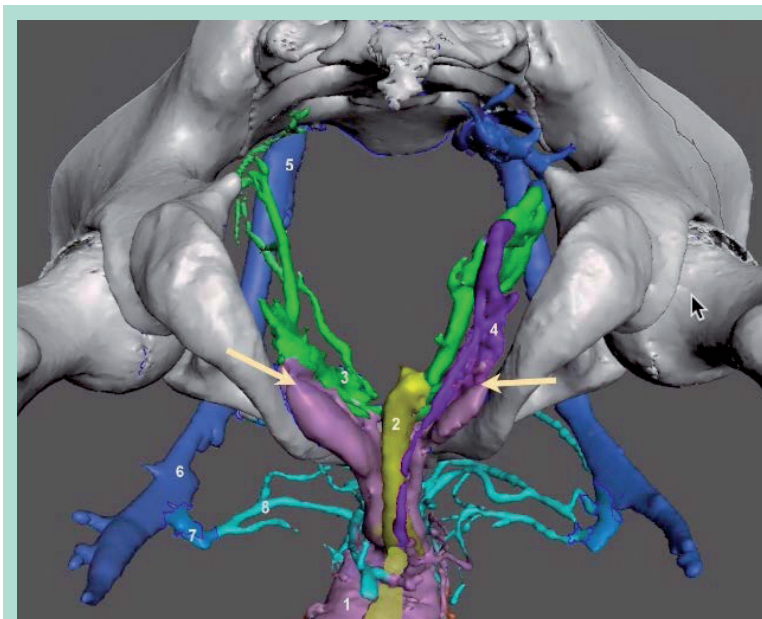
Modélisation 3D des fuites de la pointe des CC (flèches). (Caverno-CT, modélisation 3D vectorielle segmentée et colorée). 1 = CC gauche. 2 = CS. 3 = Veines vésicales G. 4 = Veine pudendale interne D. 5 = Veine iliaque externe G. 6 = Veine fémorale commune G. 7 = Crosse de la grande saphène G. 8 = Veines pudendales externes gauches.
